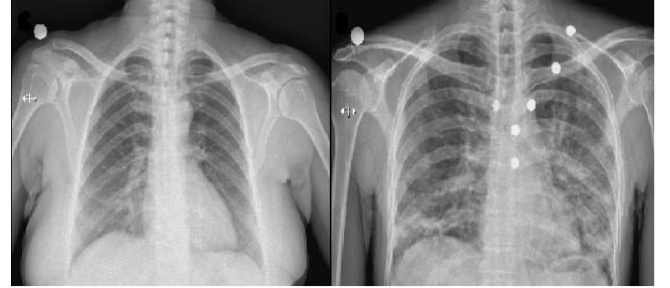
Olgu 1'in toraks BT ve posteroanterior akciğer grafisinde her iki akciğerde yaygın buzlu cam görünümleri görünümleri
